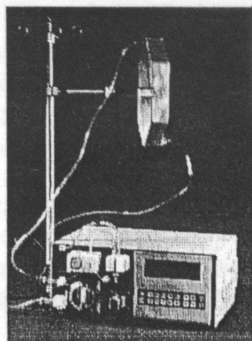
Блок перфузионный БП-03 с роликовым насосом
